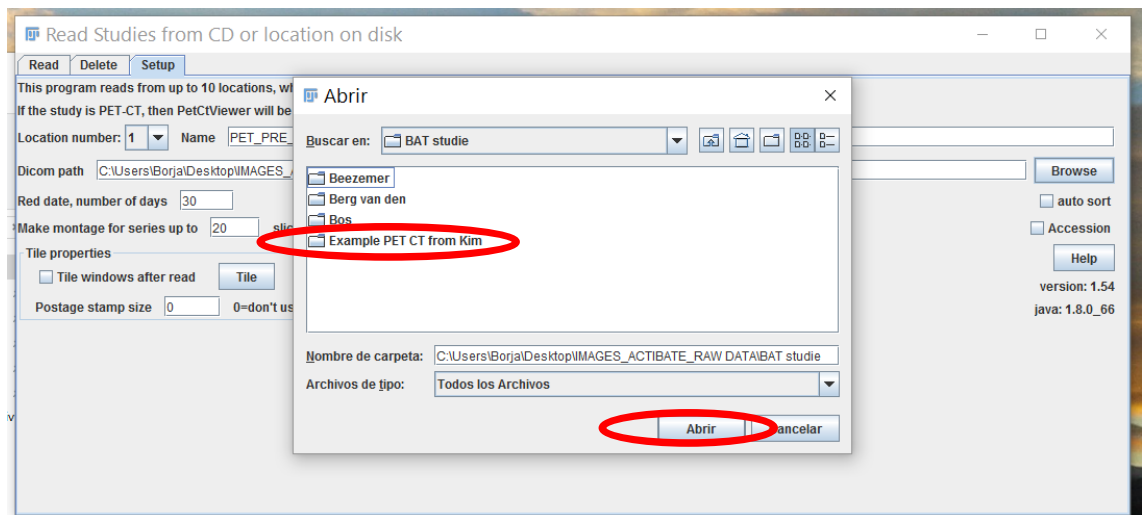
Como abrir una imagen PET/TAC (1)
